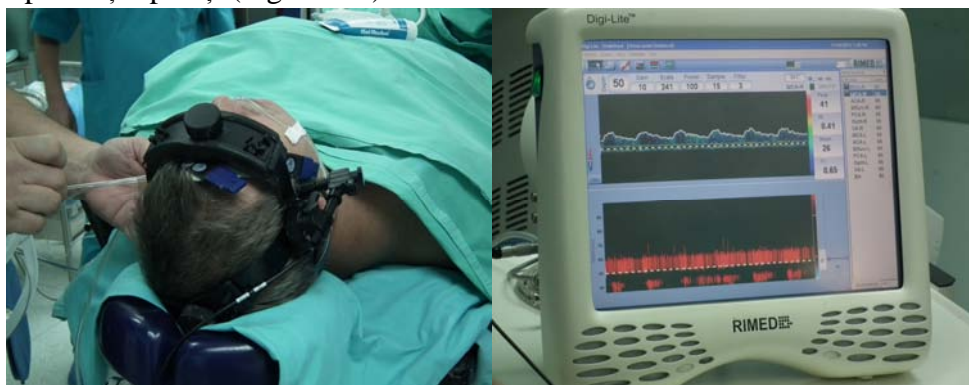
Dopplerul transcranian (TCD). Aplicarea căștii cu plasarea probelor de monitorizare în regim real al parametrilor de viteză din a.c.m. pe partea operată. Imaginea în regim real a fluxului în a.c.m.
